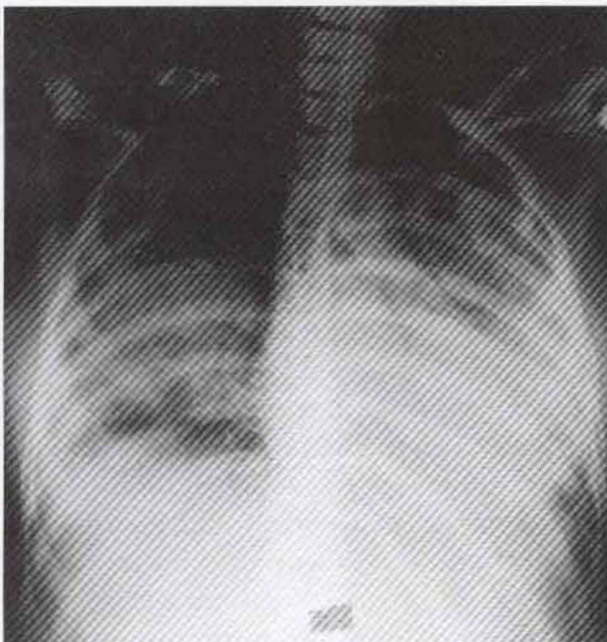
Telerradiografia do tórax
